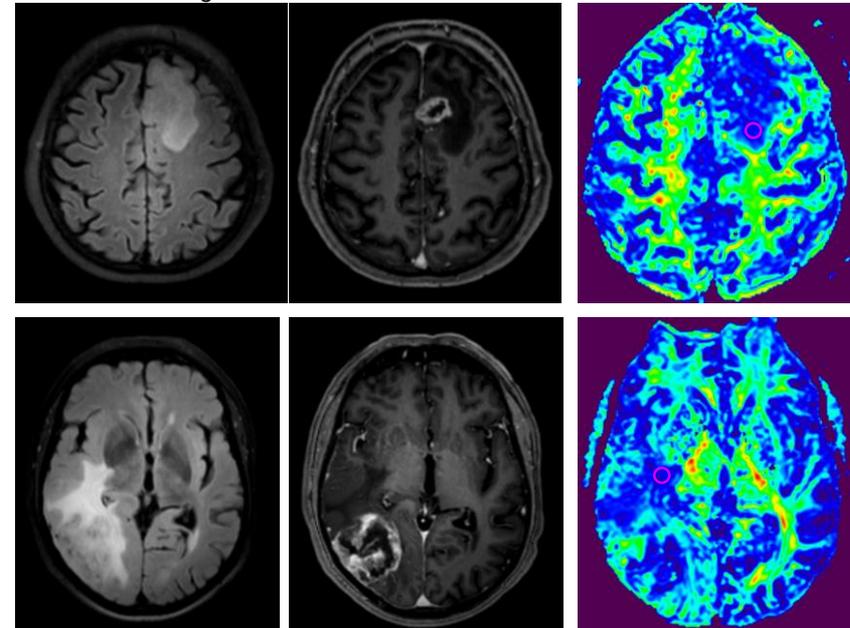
Beispielfiguren (FLAIR, MPRAGE + Kontrastmittel, FA) eines Patienten mit Epilepsie (obere Reihe, FAROI=0,21) und ohne Epilepsie (untere Reihe, FAROI=0,11) als Erstsymptom
